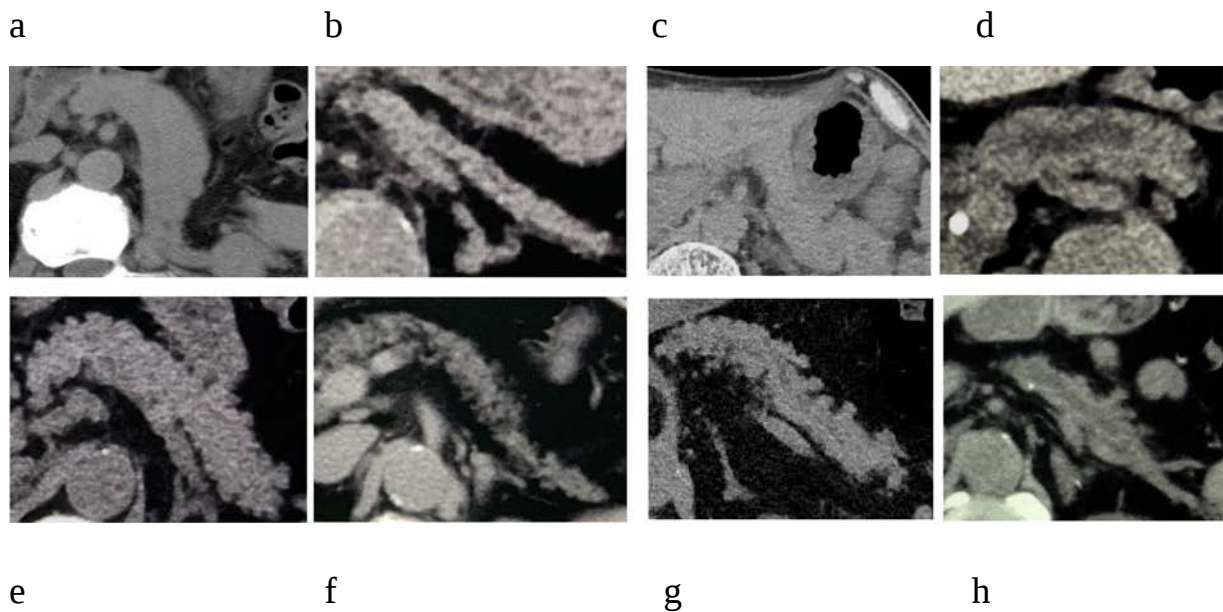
Морфология и контур предоперационной компьютерной томографии без контрастирования. Мы разделили конфигурацию КТ поджелудочной железы на гладкую (верхний ряд) и зубчатого типа (нижний ряд): а. - Гладкий контур поджелудочной железы нормальной толщины; б. - Зубчатый тип в поджелудочной железе нормальной толщины; с. - Гладкий тип в тонкой поджелудочной железе; d. - Зубчатый тип в тонкой поджелудочной железе; е. - Гладкий тип без дилатации ГП; f. - Зубчатый тип без расширения ГП; g. - Гладкий тип с дилатацией ГП h. Зубчатый тип с дилатацией ГП.
